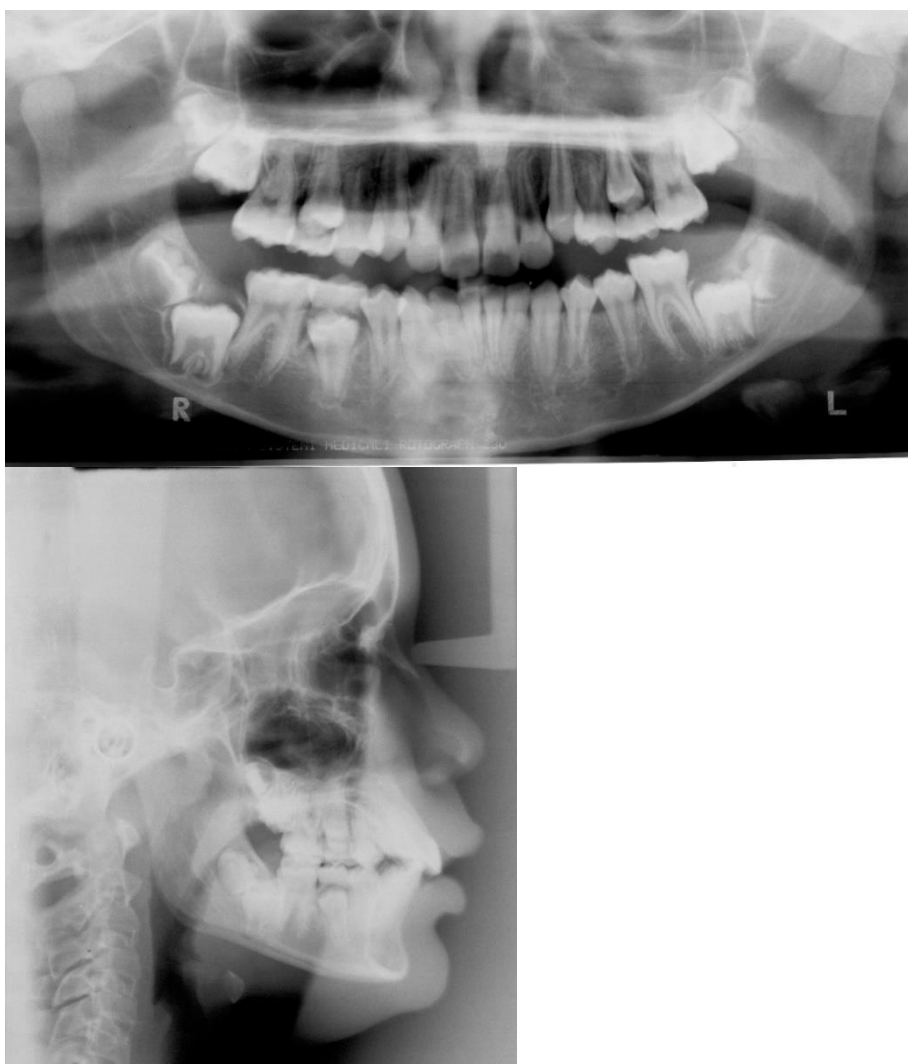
(A-B) – Radiografias após o tratamento ortopédico.
